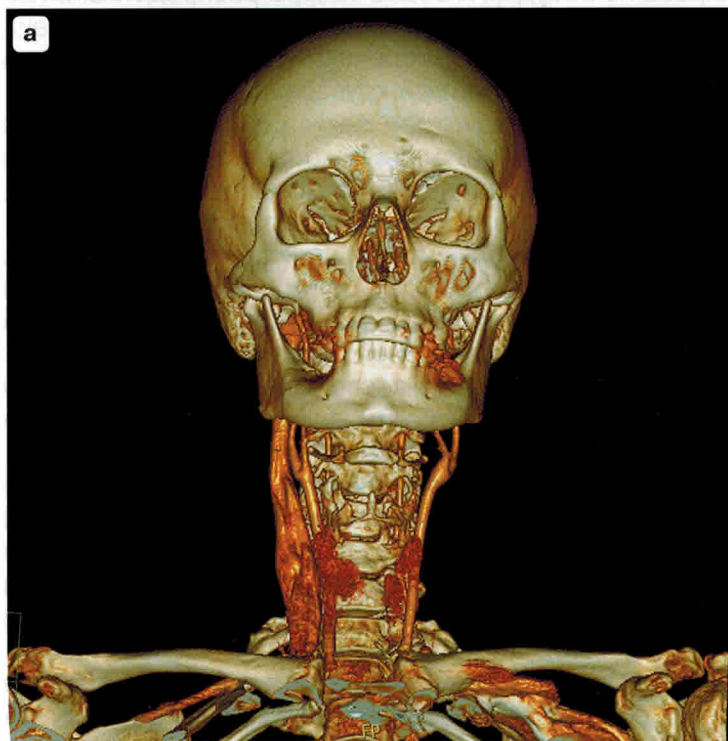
МСКТ-ангиография головного мозга.
